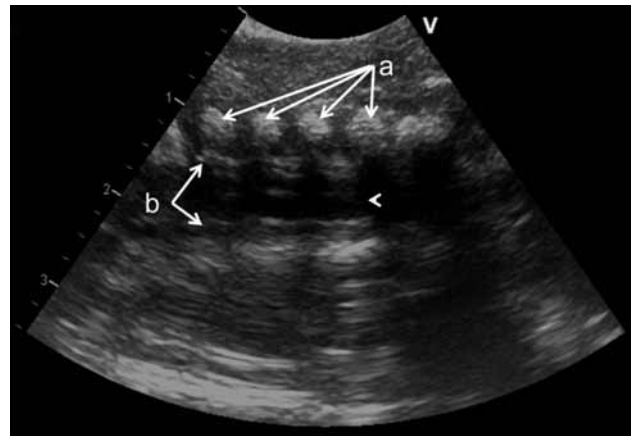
Ecografía (plano longitudinal). A) anillos traqueales anteriores, B) paredes anterior y posterior del tubo endotraqueal dentro de la tráquea. Cabeza de flecha, punta del tubo endotraqueal. Nótese la sombra acústica posterior causada por la tráquea llena de aire más allá de la punta del tubo endotraqueal.
